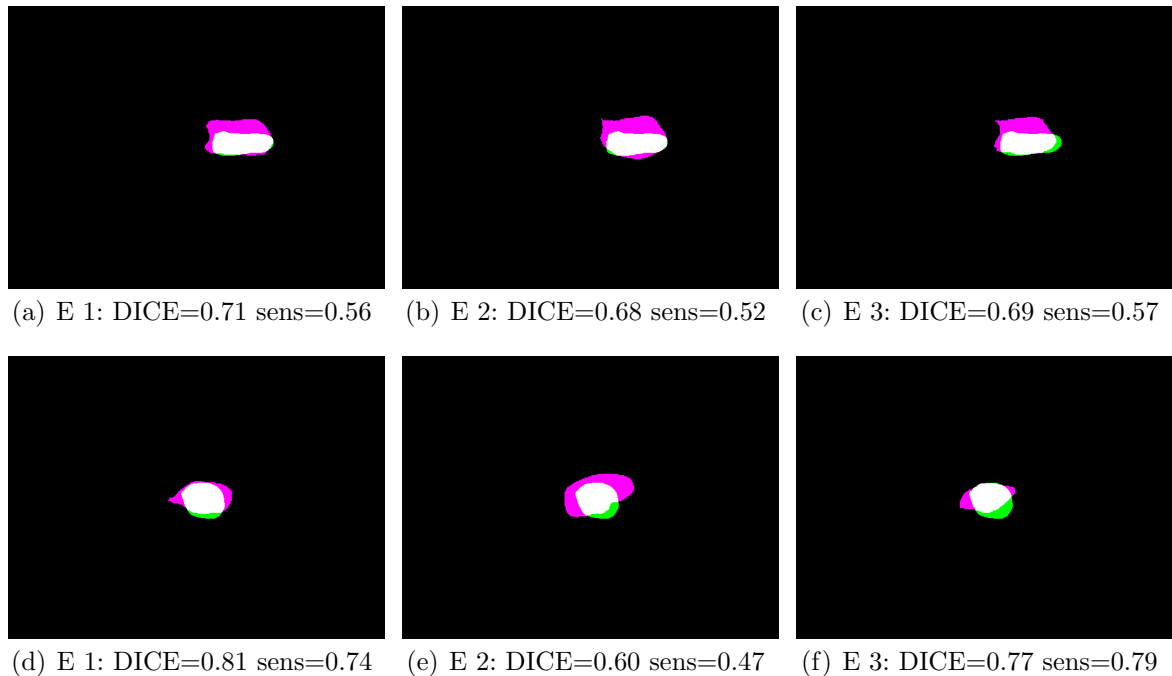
Comparación entre la segmentación obtenida con el método planteado (en verde) y las etiquetas entregadas por cada uno de los tres especialistas (fucsia) para dos imágenes de ultrasonido diferentes.
